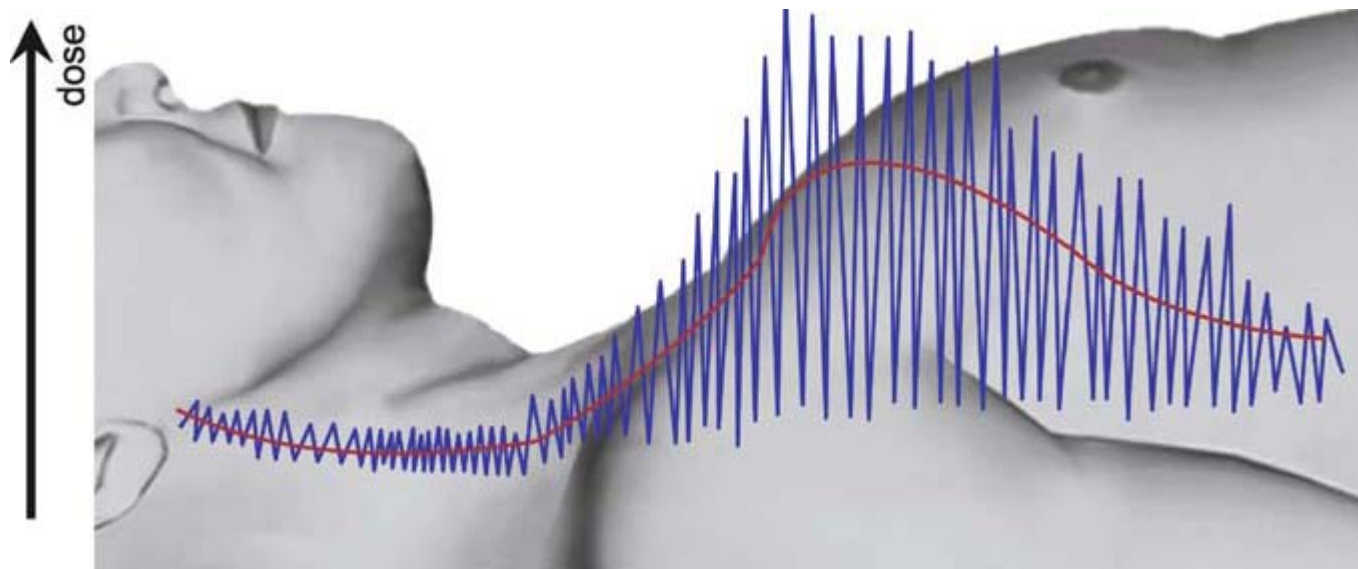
The angular dose modulation is a dynamic adaptation of the tube current or dose to the shape of the axial body section. Especially in neck, thorax or abdomen imaging, the attenuation of X-ray intensity in the anterior-posterior direction is lower than the attenuation in the lateral direction. With an angular modulation of the tube current the signal level at the detector can be held constant
